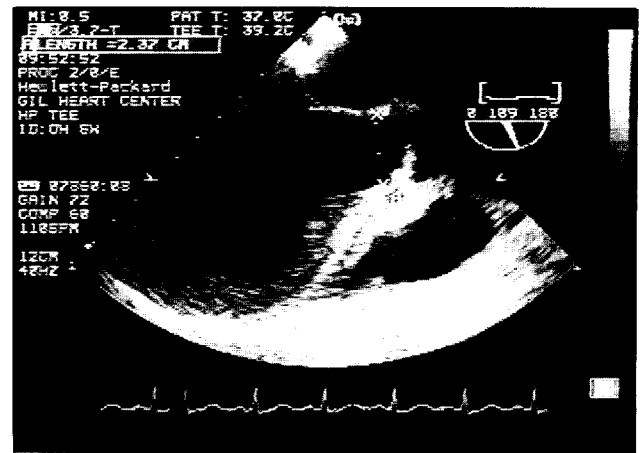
Preoperative echocardiography. Diameter of aortic annulus is 23.7 mm.
